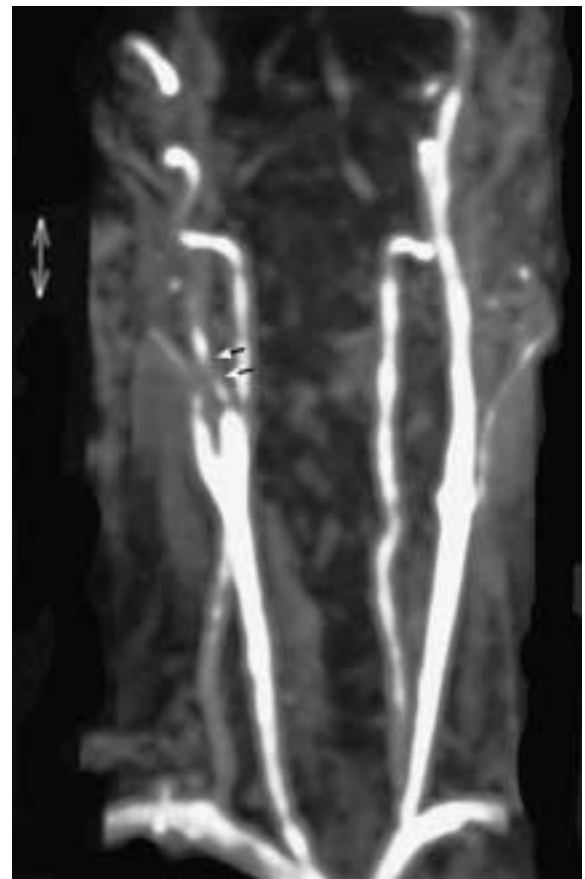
Angio-RM con mdc, dissezione con stenosi: la ricostruzione MIP evidenzia il restringimento nastriforme della carotide interna destra subito dopo il bulbo (freccie).
